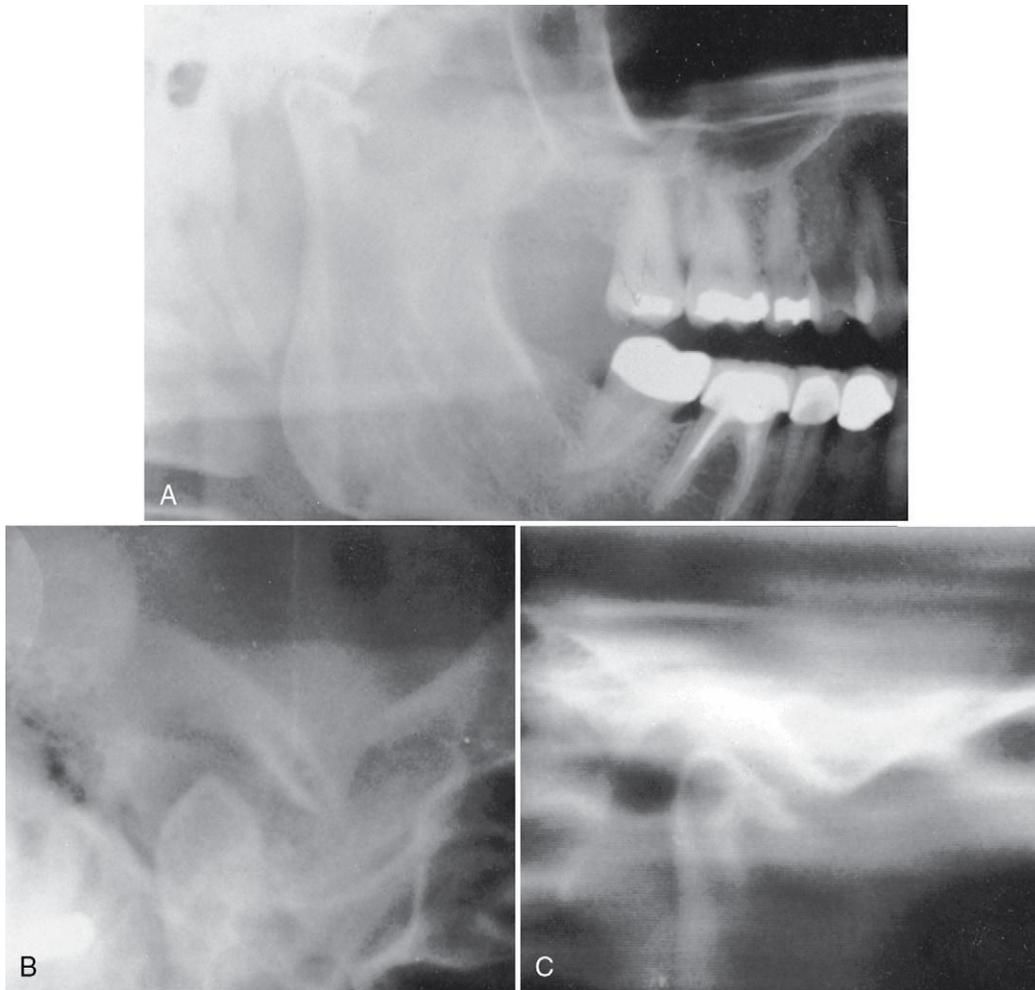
Al interpretar las radiografías de la ATM, debe recordarse siempre la proyección que se ha utilizado para obtener la imagen. El hueso subarticular que parece corresponder a la superficie articular superior del cóndilo en la proyección transcraneal (A) es en realidad el polo lateral (PL) del cóndilo, mientras que en la proyección transfaringea (B) es el polo medial (PM).
